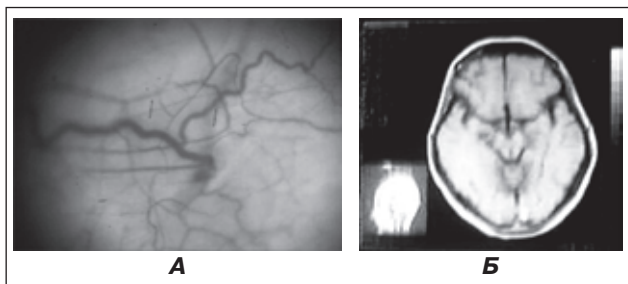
Бульбарная биомикроскопия и МРТ пациента 19 лет с ПЦ: А) отмечаются венозный стаз, петлистость сосудов, сладж; Б) отмечаются асимметрия черепа, расширение и асимметрия желудочковой системы
